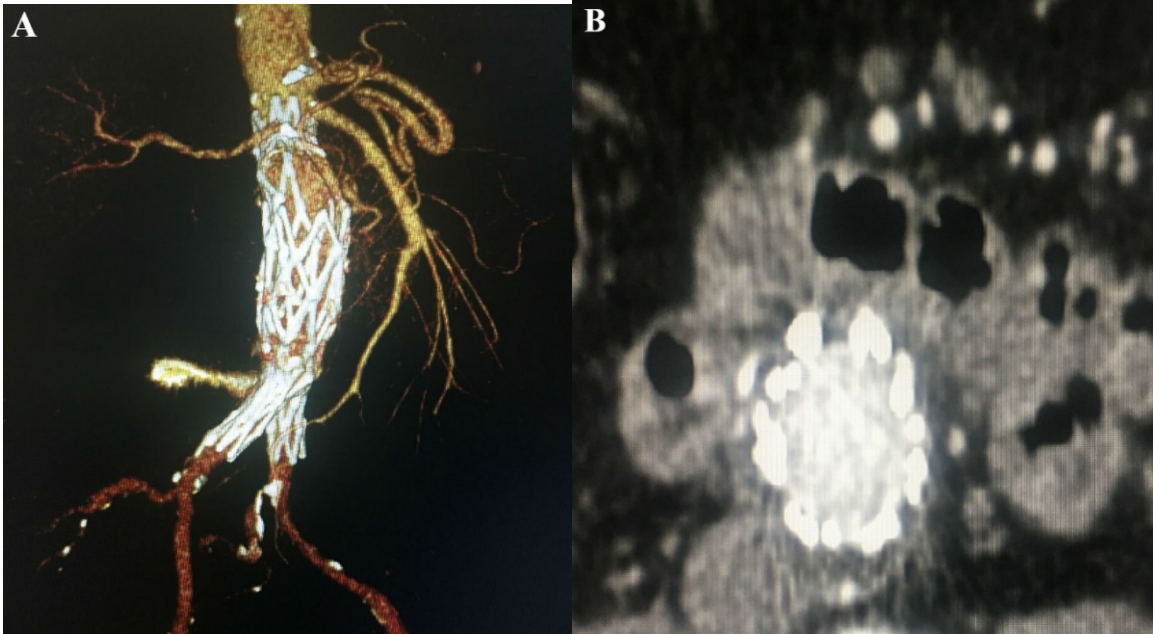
A; Postop 12. ay BTA' da 'CT vascular' modunda AAA' nın otomatik rekonstrüksiyonu sonucu elde edilen görüntü. B; Postop 12. ay BTA'da aynı hastanın trombüs yoğun segmetten alınan aksial görüntüsü.
